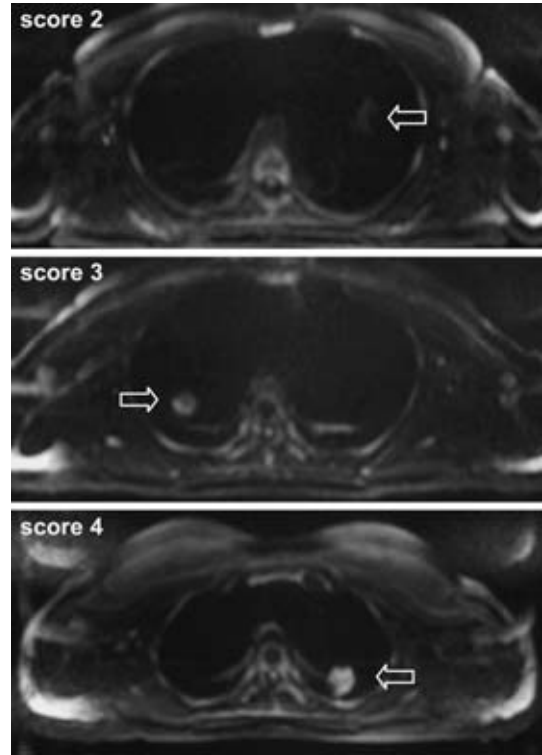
MR images demonstrate DWI of each score on our criteria.
